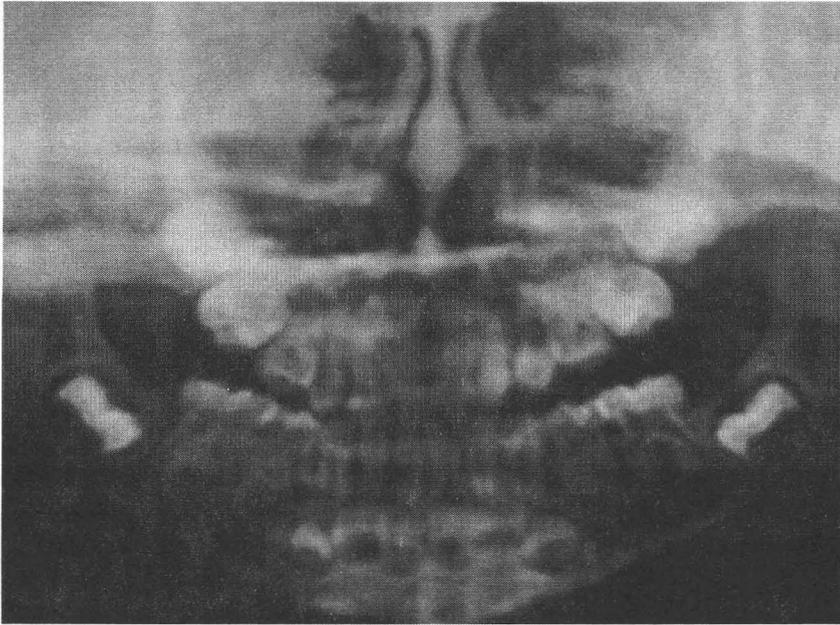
Radiografía con todos los dientes temporales erupcionados
